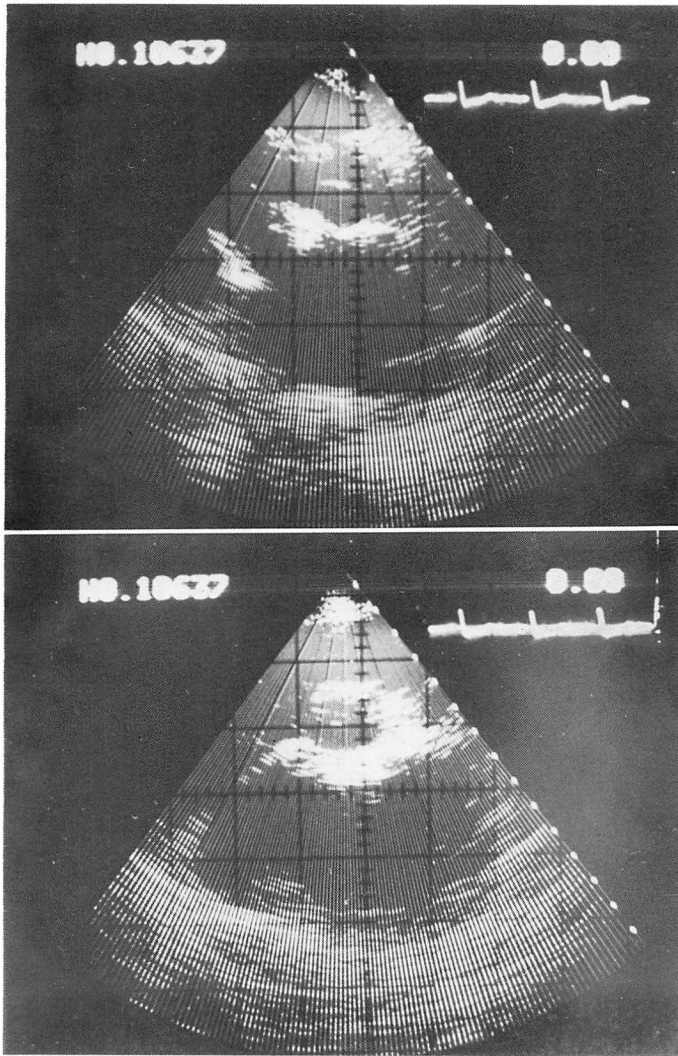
Two-dimensional echocardiograms taken on January 25.
